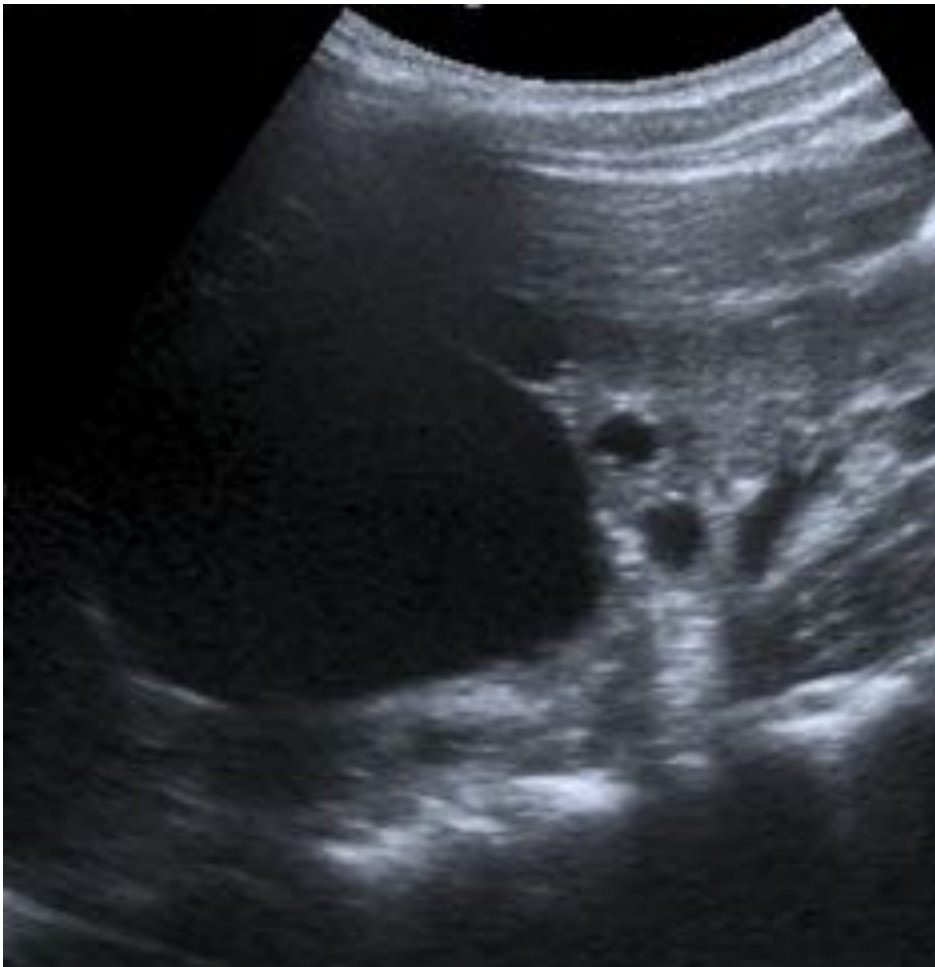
Estudio de ecografía que muestra pequeños quistes renales, asociado a otros de mayor tamaño, en paciente con enfermedad poliquística Autosómica Dominante.
